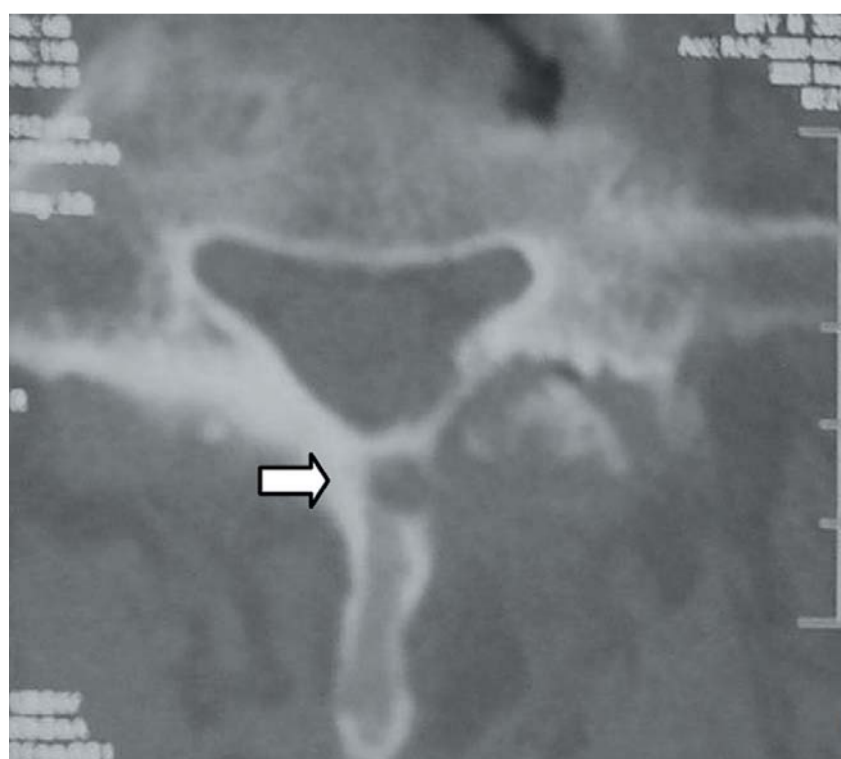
CT in Höhe von L4/5 (b): Facettengelenkarthritis L2/3 und L4/5 (Pfeil). Zystoide Läsion der Lamina (Pfeil).
